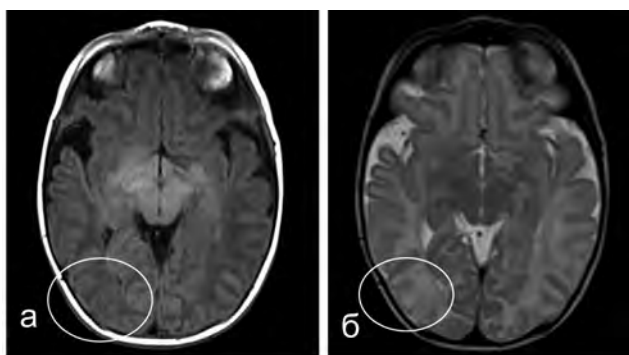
МРТ головного мозгу в аксиальній площині новонародженого в віці 7 днів з ТБА. На T1-ВИ (а) і T2-ВИ (б) явні ознаки ураження не візуалізуються
